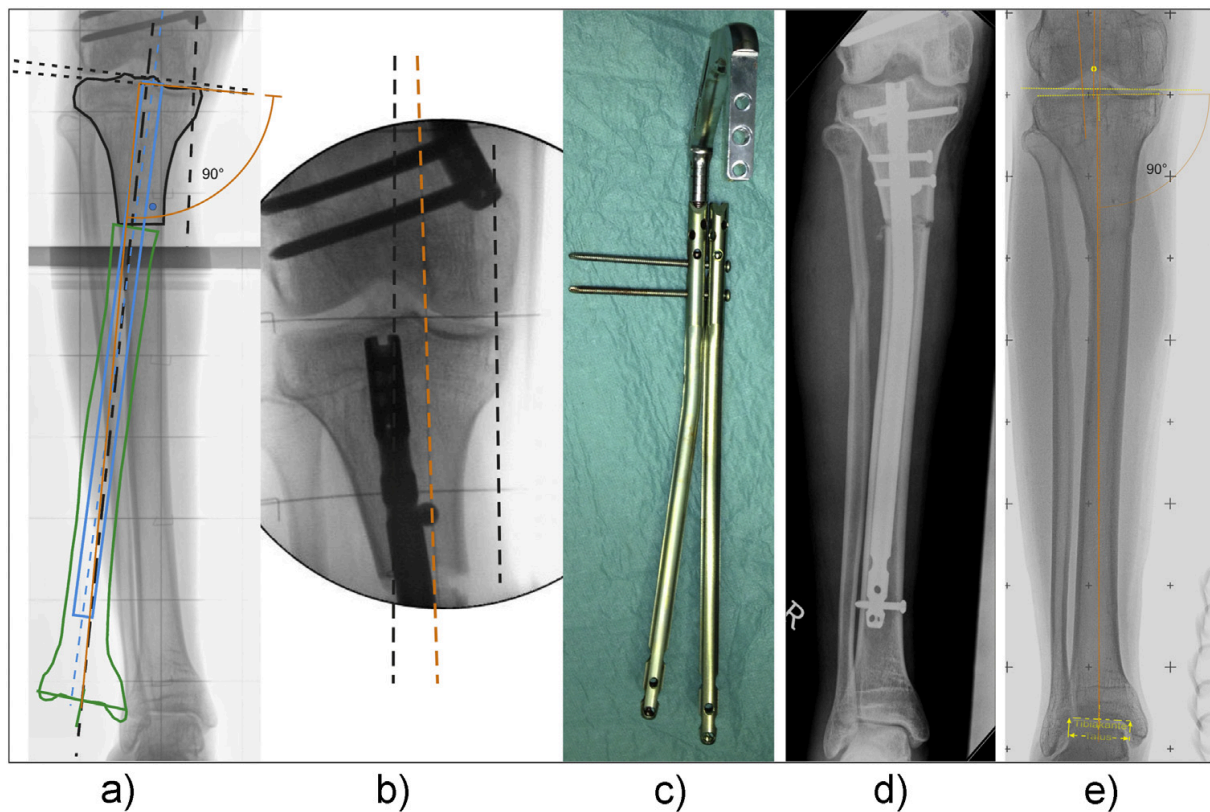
a) End Point First (EPF) Planungsmethode zur Korrektur einer varischen Tibia mittels hoher tibialer Osteotomie und IM Nagelung b) Planfeldmethode zur intraoperativen Achskontrolle (gestrichelte orange Linie zeigt einen Restvarus) c) deswegen intraoperative Biegung des Nagels zur Verbesserung der Korrektur d) postoperatives Röntgenbild e) regelrechtes Alignment nach Korrektur und Nagelentfernung (medialer proximaler Tibiawinkel 90°)
